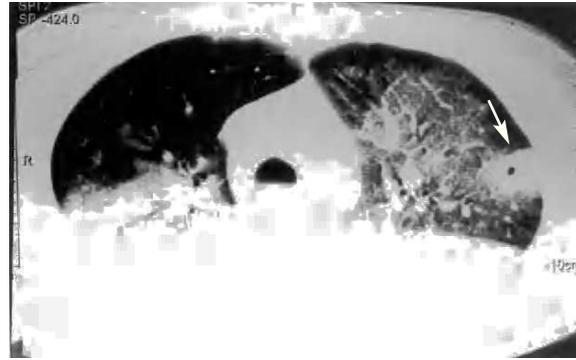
Tomografía axial computarizada torácica: se muestran áreas de condensación pulmonar bilaterales con nódulo pulmonar cavitado (flecha).
